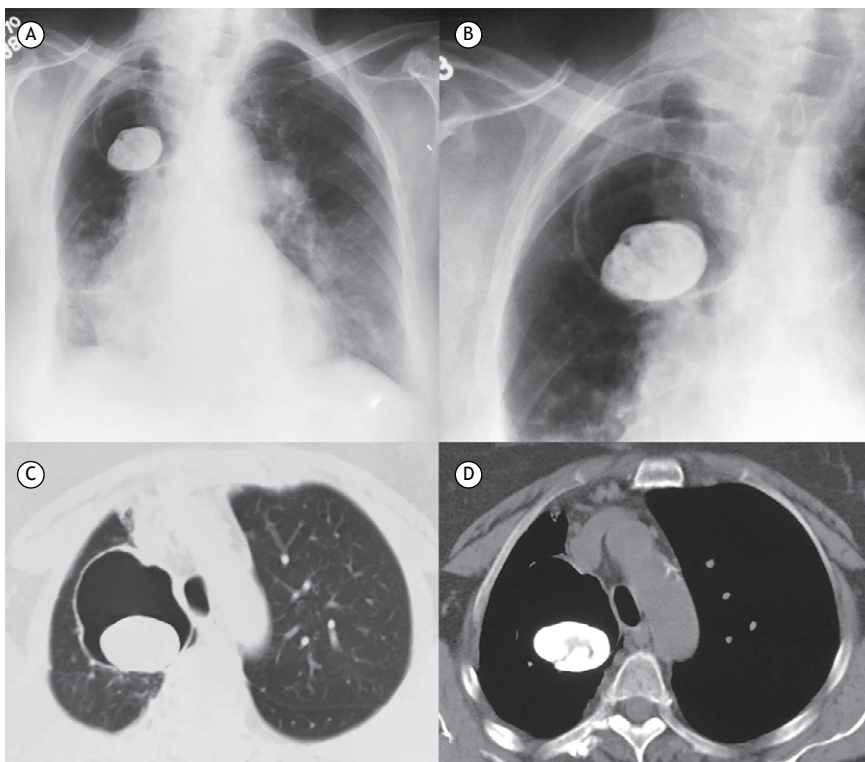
Radiografia de tórax (A), com visão detalhada da região pulmonar superior direita (B), evidenciando cavidade de paredes finas no lobo superior direito contendo massa ovoide calcificada com diâmetro máximo de cerca de 4 cm. TC de tórax com janelas para pulmão e mediastino (C e D, respectivamente), confirmando a presença da massa no interior da cavidade.
